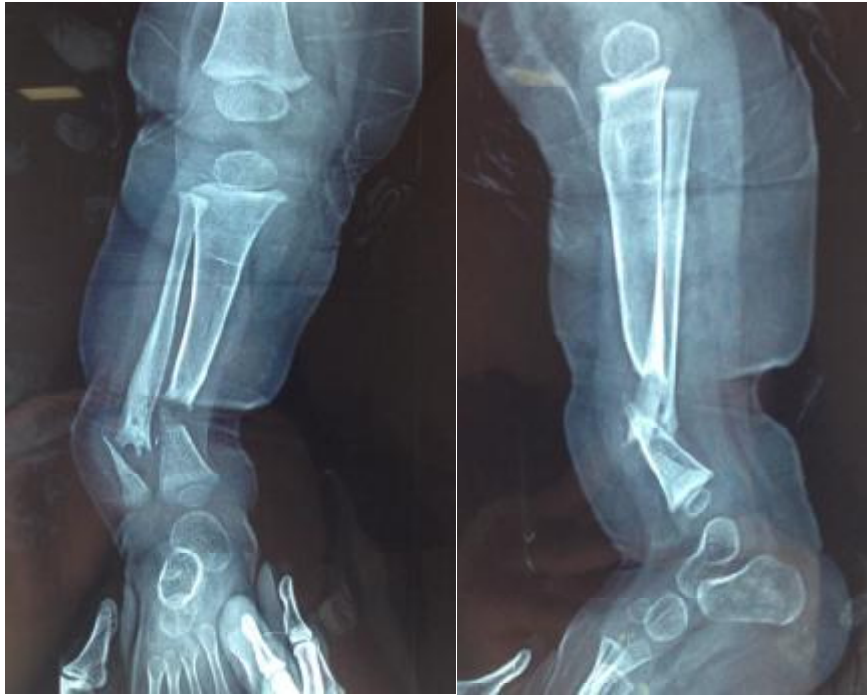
radiographie F/P de la jambe, montrant une solution de continuité du tibia et du péroné avec déplacement en chevauchement et en angulation (aspect évoquant une pseudarthrose congénitale)
